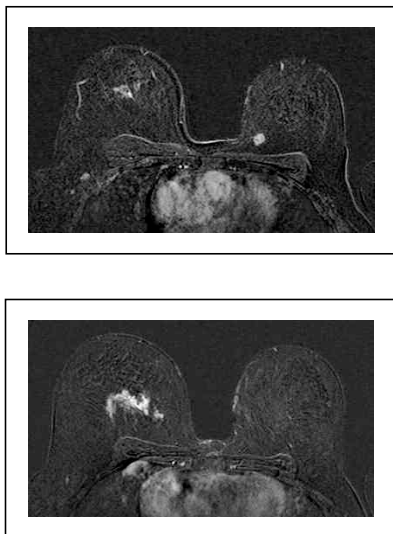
IRM mammaire d'un carcinome mammaire bifocal
